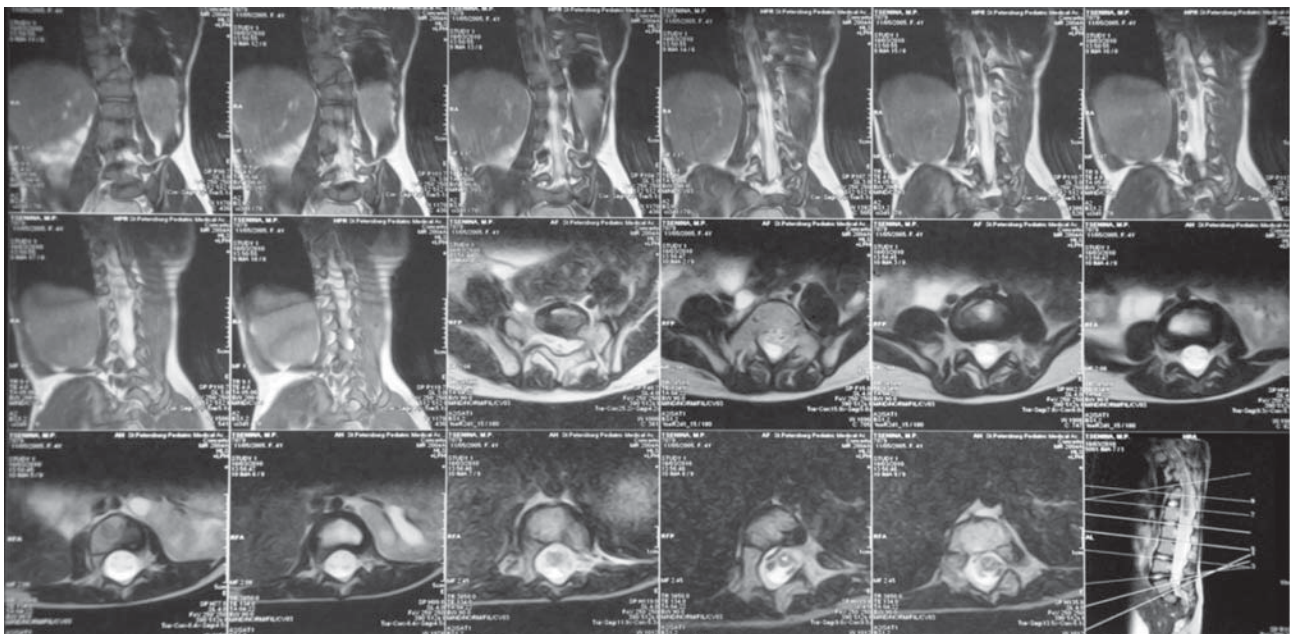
МРТ пояснично-крестцового отдела: деформация позвоночника на фоне аномалии развития позвонков – врожденный кифосколиоз позвоночника, гипоплазия, нарушение развития крестца, аплазия копчика, в области крестца слева от средней линии визуализируется киста (17х12х15мм) – гидромиелия, киста копчика.
